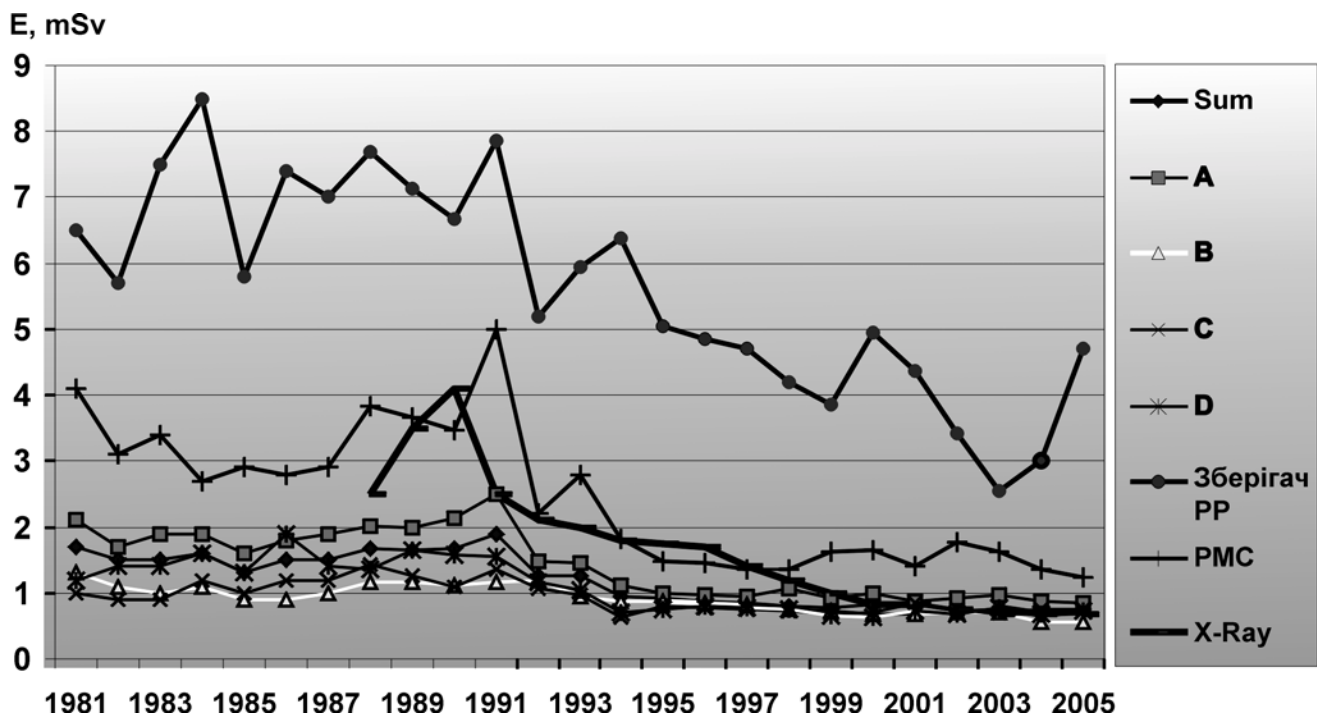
Динаміка річних доз опромінення медичних радіологів та рентгенологів України за 1981–2005 рр.
